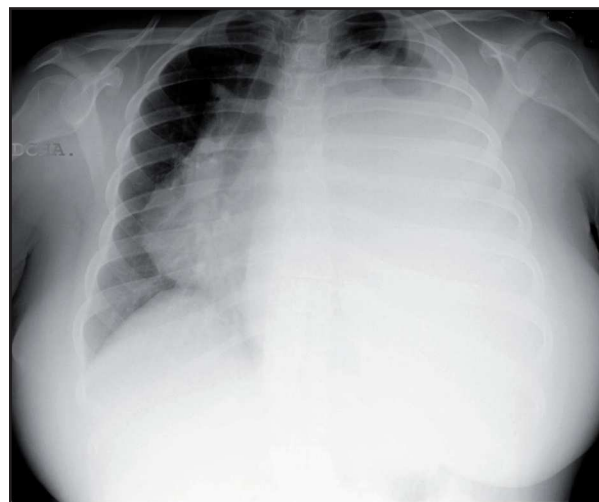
Radiografía que muestra el aparente derrame pleural izquierdo con el desplazamiento contralateral mediastínico.
